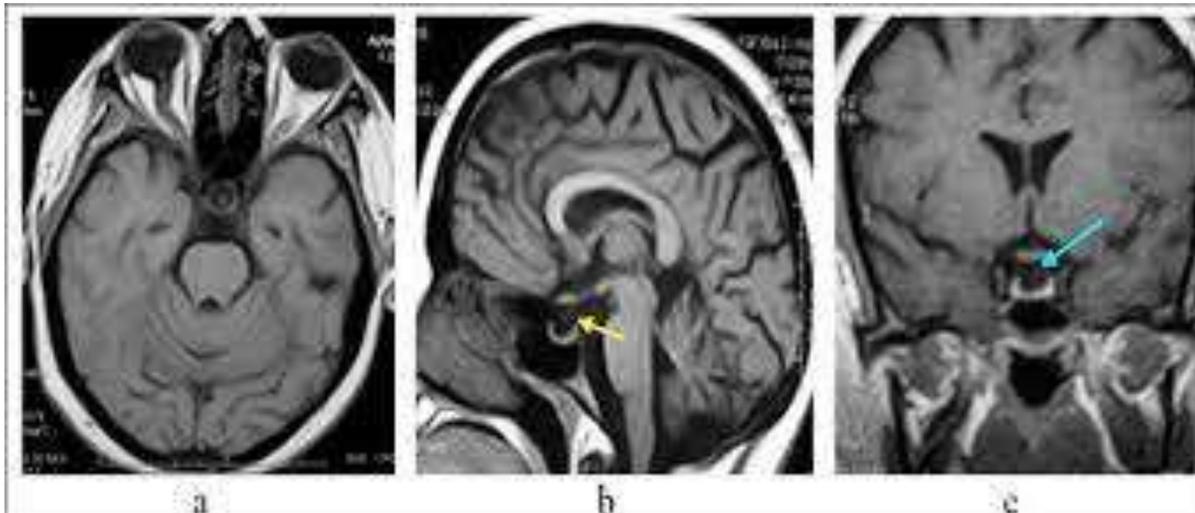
Images d'IRM hypothalamo-hypophysaire montrant des images de selle turcique vide
